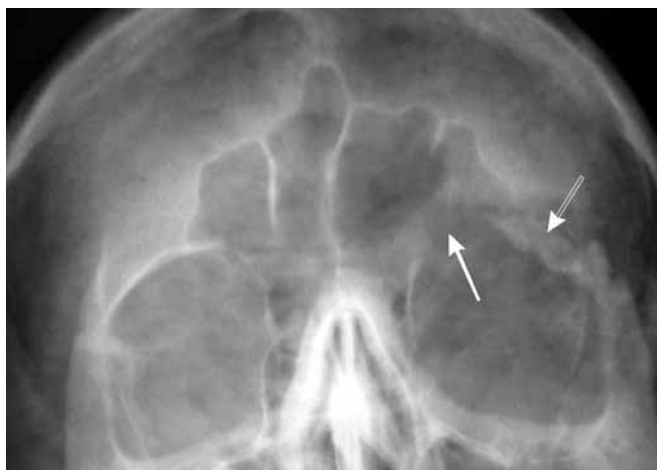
Хворий М., 70 р. Рентгенографія черепа в передній напіваксильній проекції. Фронтально-орбітальний дефект (позначений стрілочкою) з прилеглими фрагментами уламчастого перелому (позначено подвійною стрілочкою)
